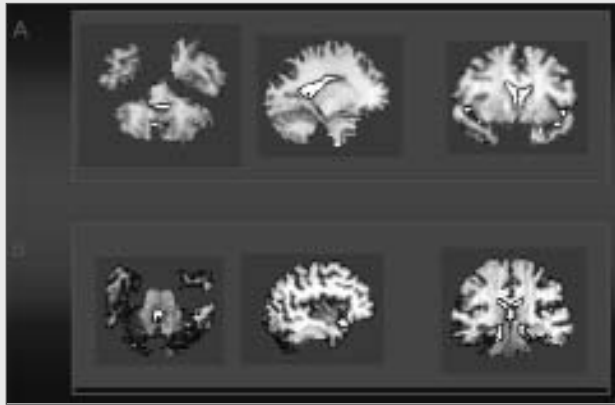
Source localizations of 2 patients, one with a mesial temporal (A) and one with a lateral temporal (B) focus. The data is recorded with 123 electrodes, the source reconstructions are performed with the EPIFOCUS algorithm, and the results are co-registered with the patients own MRI. Note the physiologically reasonable location difference between the mesial and the lateral temporal focus both in the antero-posterior and the mesio-lateral direction.
